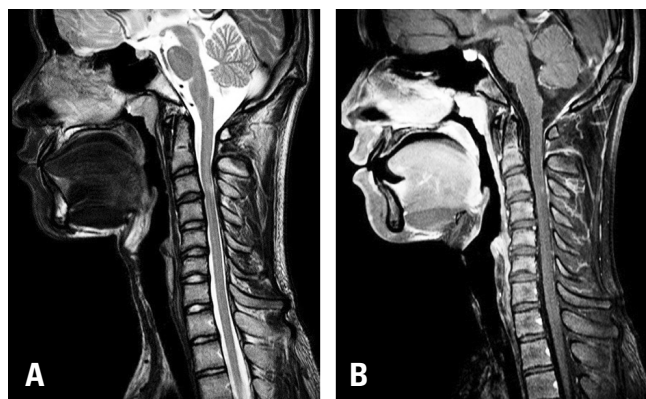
(A) Cervical spine T2-weighted magnetic resonance imaging, sagittal view. There is moderate intervertebral disc protrusion and fusiform type high signal intensity at C3/4 (white arrow). (B) Cervical spine T1-weighted gadolinium enhancement, sagittal view. There is focal enhancement just proximal to the C3/4 level (white arrow).
